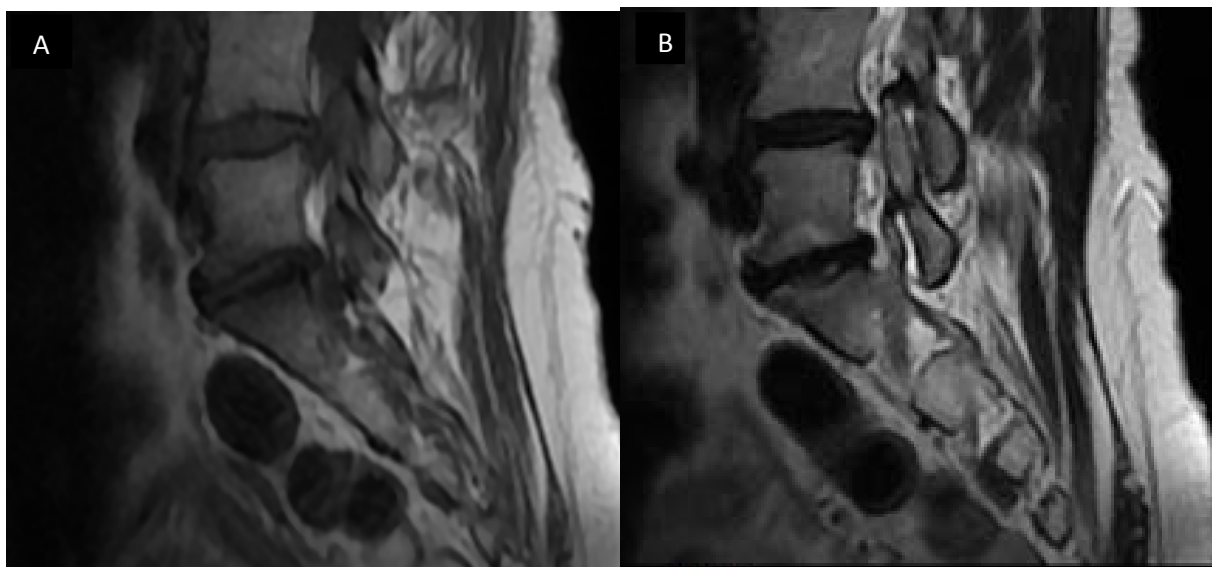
IRM en pondération T1 et T2 en coupes sagittales objectivant une anomalie de signal des plateaux vertébraux à l'étage L5-S1 en hyposignal T1 (A), hypersignal T2 (B)
